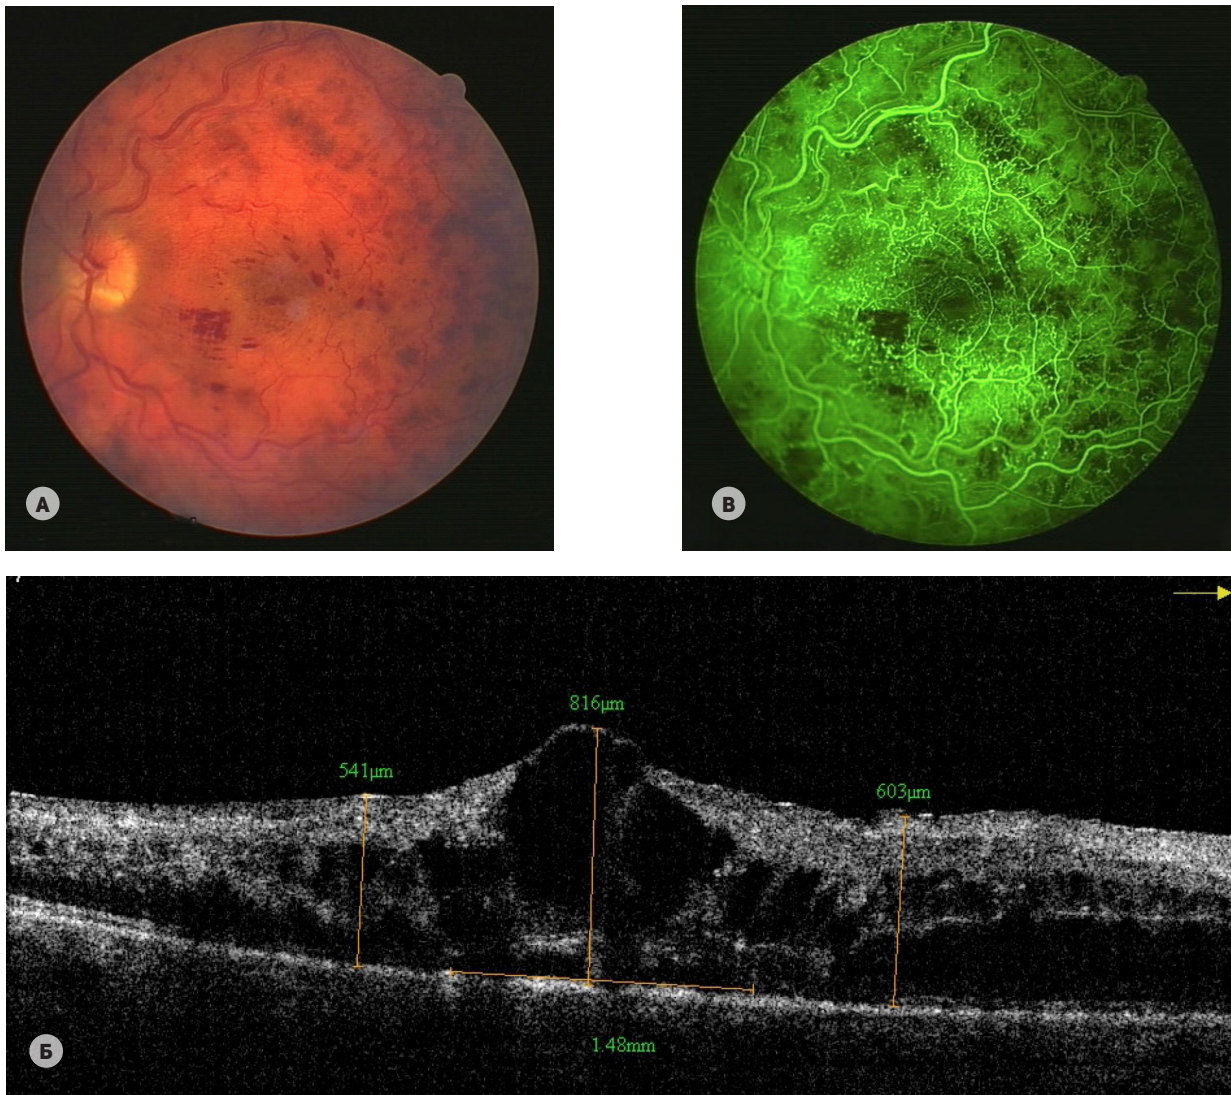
Пациент С., 38 лет. Диагноз — тромбоз центральной вены сетчатки с волчаночным антикоагулянтном и мутацией FV Leiden. (А) Выраженный ретиальный геморрагический синдром. (Б) Результаты оптической когерентной томографии. Отмечается диффузный высокий кистозный макулярный отек; толщина сетчатки в фовеа — 816 мкм, в пери-парафовеа — 541–603 мкм; деструкция пигментного эпителия и фоторецепторного слоя, d = 148 мкм. (В) Результаты флуоресцентной ангиографии глазного дна. Ликедж из сосудов сетчатки, кистозный макулярный отек, зоны ишемии сетчатки
